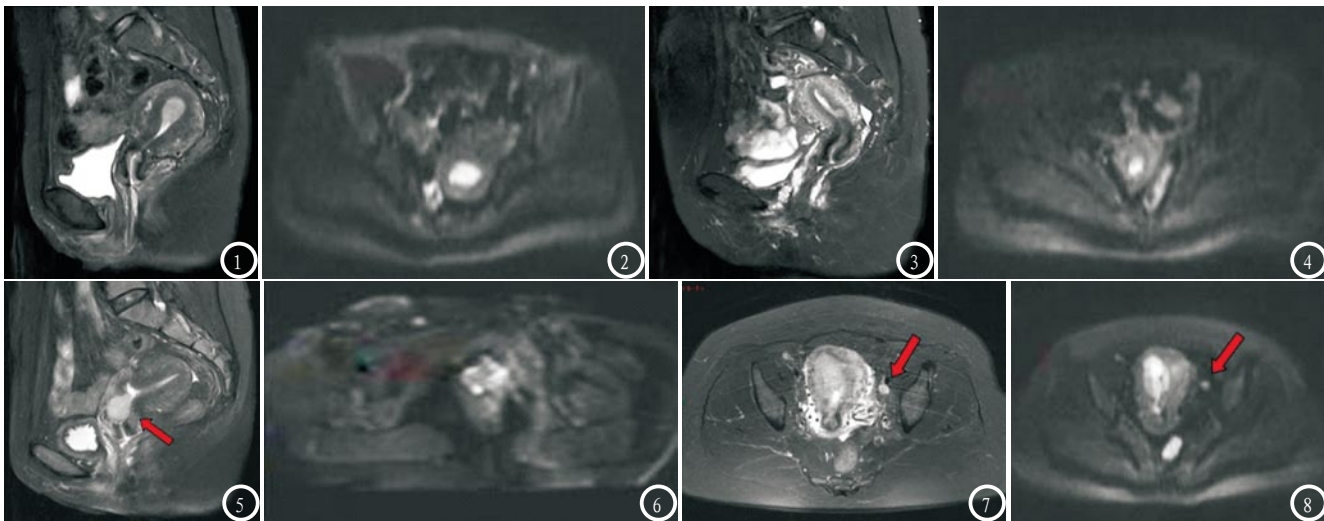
高场强MRI I_a期影像-肌层浸润征像；图3-4 高场强MRI I_b期影像-肌层浸润征像；图5-6 高场强MRI II期影像-宫颈间质浸润征像；图7-8 高场强MRI III_c期影像-左侧盆壁淋巴结转移。
